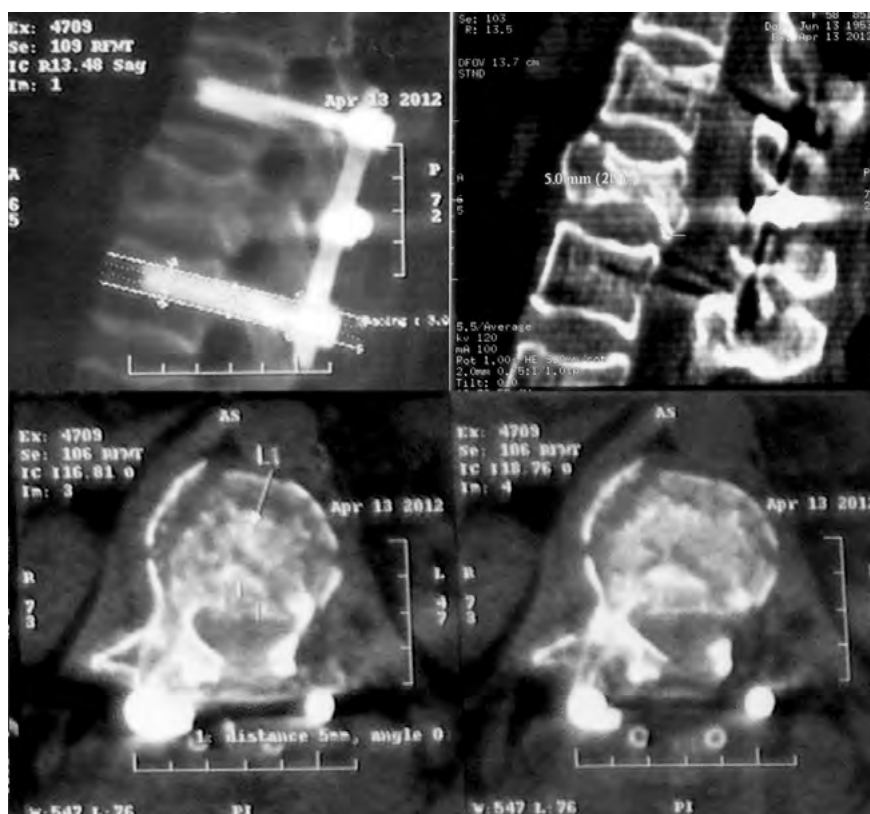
МСКТ пациентки К., 59 лет, после I этапа хирургического лечения (задняя декомпрессия спинного мозга, транспедикулярная фиксация Th<sub>12</sub>-L<sub>2</sub> позвонков).
